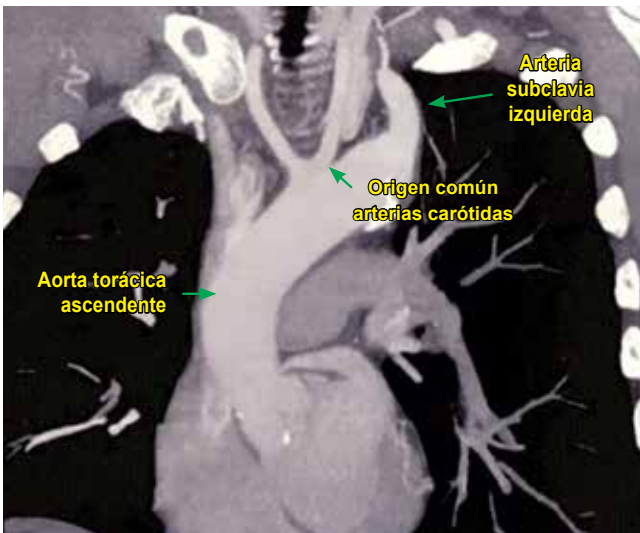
Tomografía axial computarizada del tórax; muestra el origen común de las arterias carótidas.
